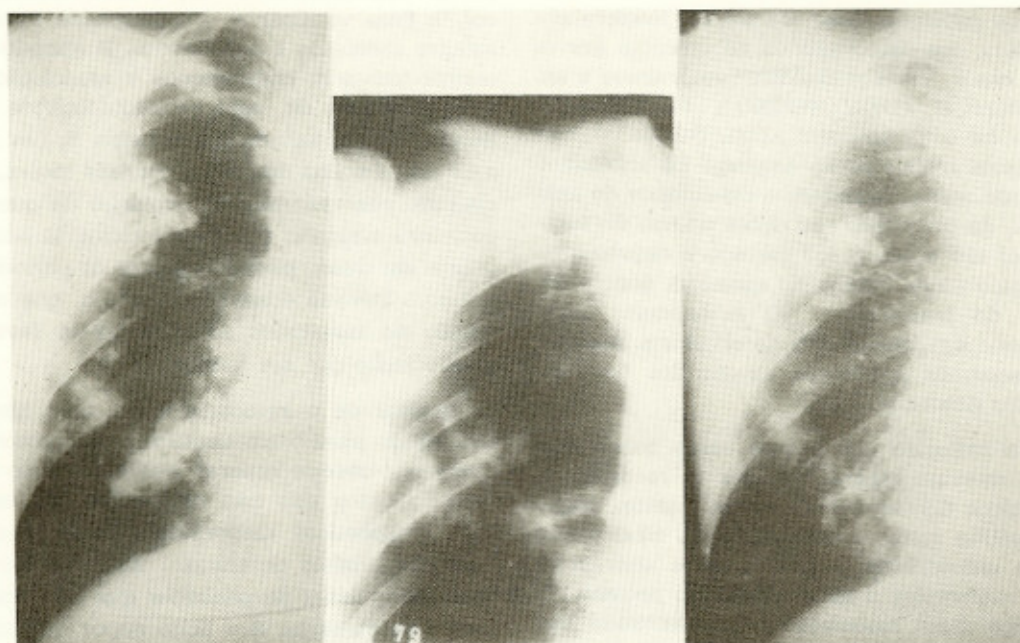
Radiografias do pulmão direito do segundo caso, antes (à esquerda e ao centro em tomografia evidenciando cavitação) e depois (direita) do emprego da associação da rifampicina à anfotericina B. Observar a absorção do infiltrado nodular e a fibrose e calcificação residuais (à direita).
